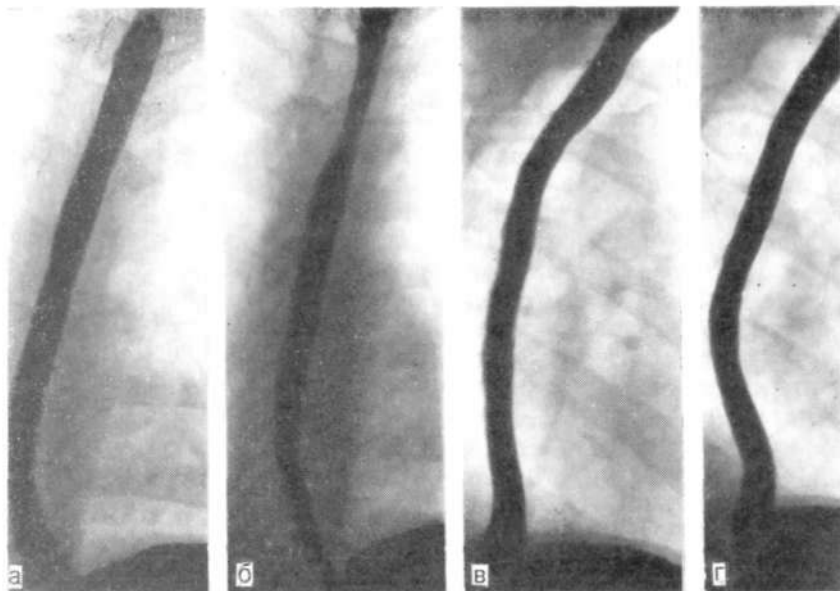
Рентгенограммы пищевода, равномерно суженого на всем протяжении, с ригидными стенками. Супрастенотическое расширение отсутствует.
